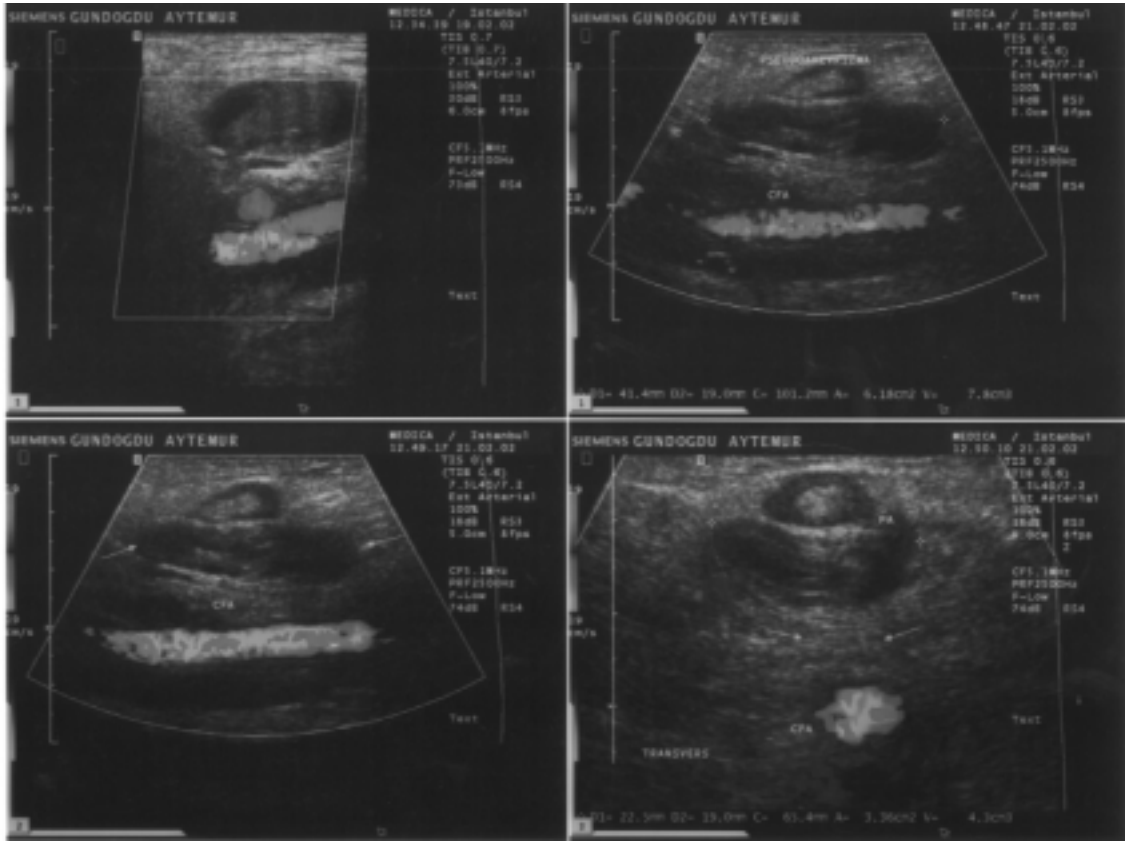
Renkli dupleks sonografi ile psödoanevrizmanın tespiti.
